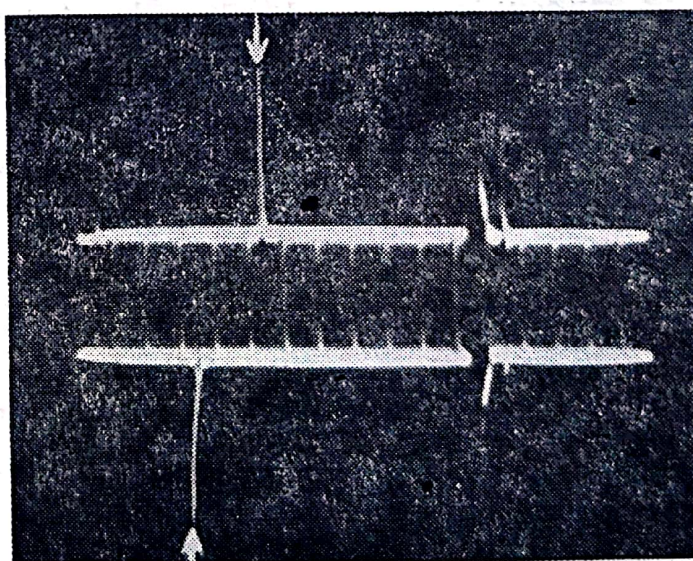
Ecografia efectuată într-un caz de abces gigant frontotemporal adiacent drept arată deplasarea structurilor liniei mediane dreapta-stînga cu 6—7 mm.
